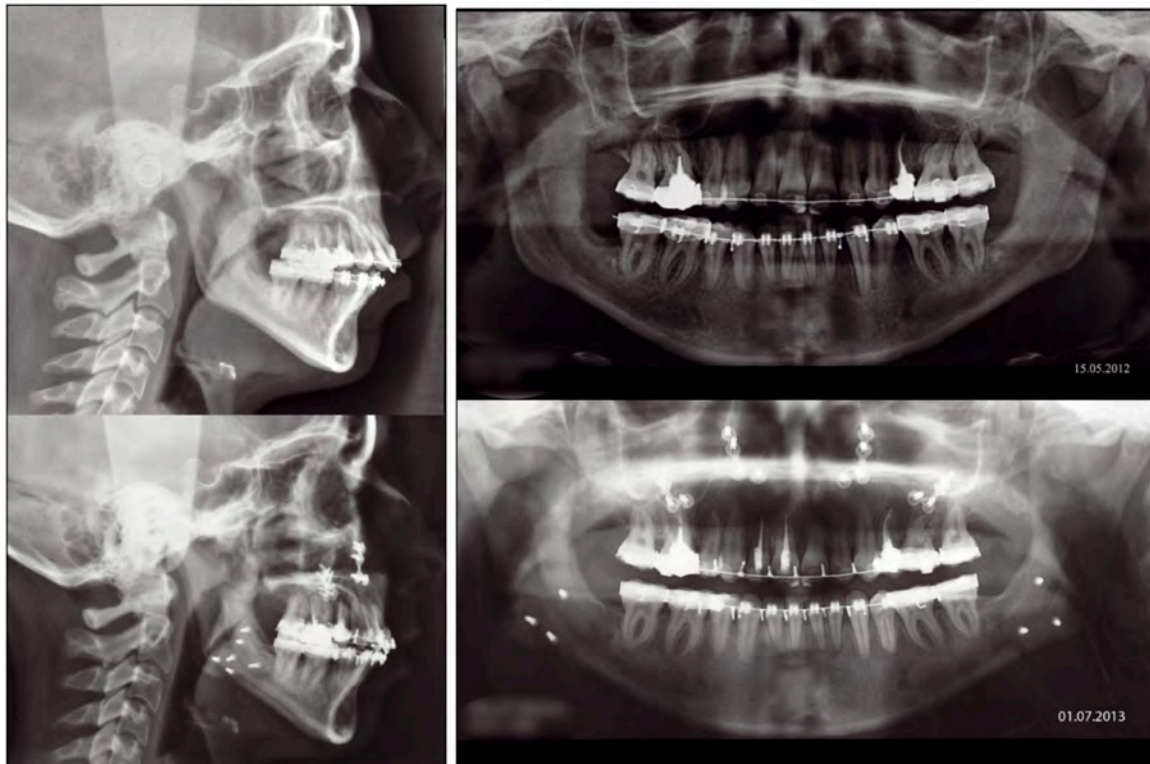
téléradiographies de profil et orthopantomogrammes pré et post opératoires
